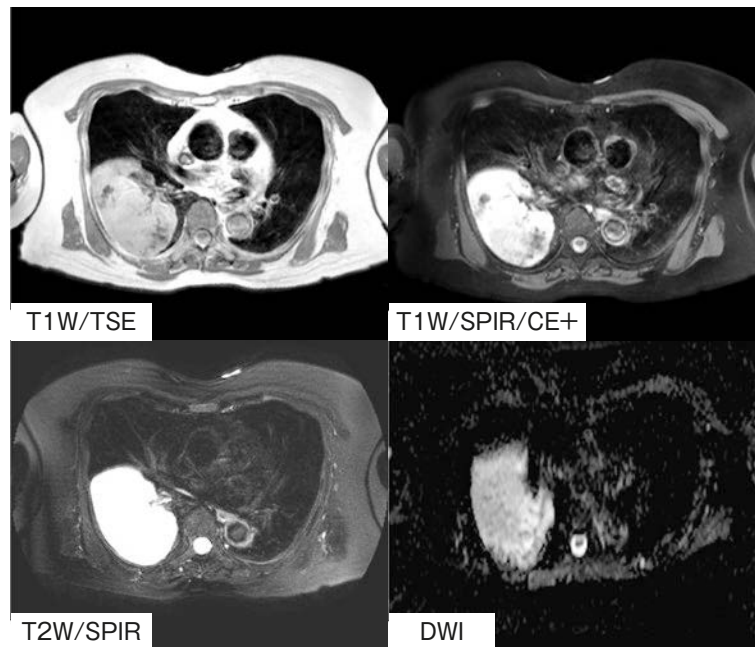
Chest MRI findings. A solid tumor shadow of about 10cm in diameter was found in the lower lobe of the right lung on chest MRI. T1W/TSE showed a relatively low signal within the tumor and a high signal intensity in the surrounding areas. T1W/SPIR/CE+ images showed a contrast effect. And as with the T1W images, relatively low signal intensity was found within the tumor and high signal intensity was observable in the surrounding areas. T2W/SPIR images showed a high signal intensity area within the tumor shadow. Although DWIs showed a faint high signal intensity areas, apparent diffusion coefficient-mapping showed low signal intensity in the same site, suggesting diffusion disorder.
